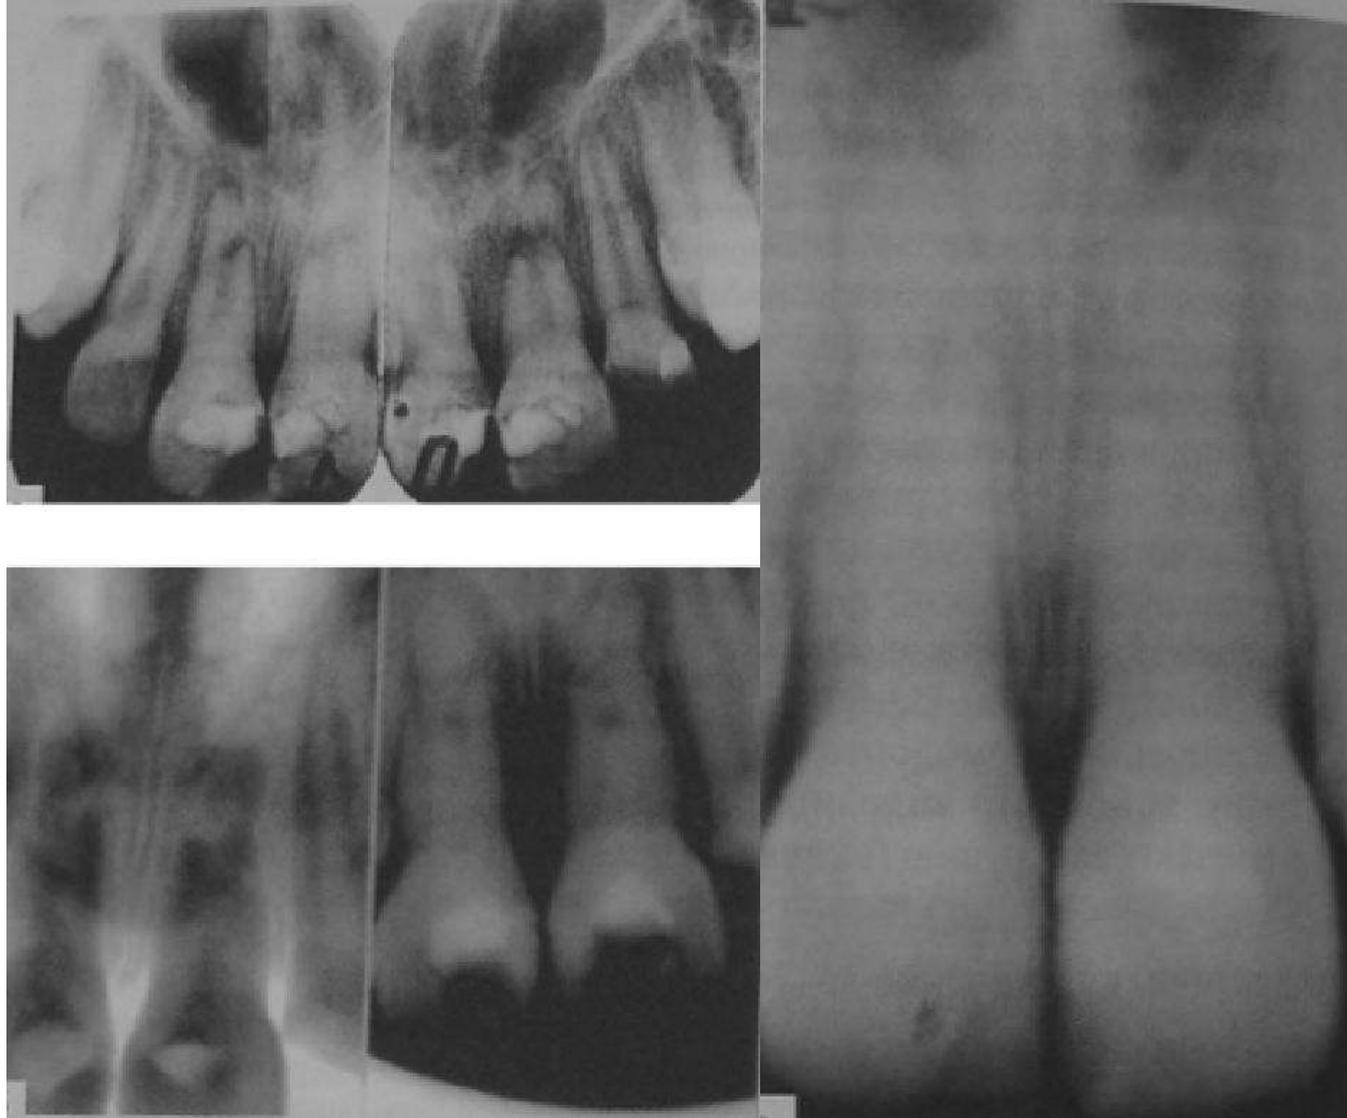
Пациент Ш., 8 лет. Рентгенограммы, сделанные после травмы:
